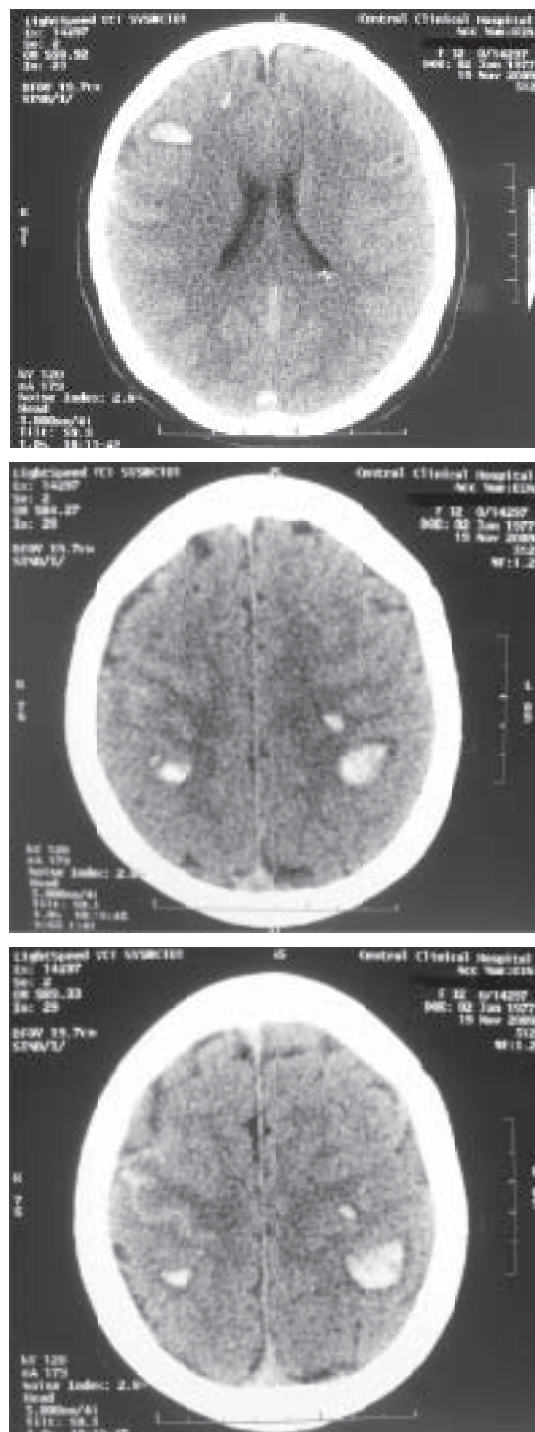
МСКТ головного мозга от 19.11.2009.
